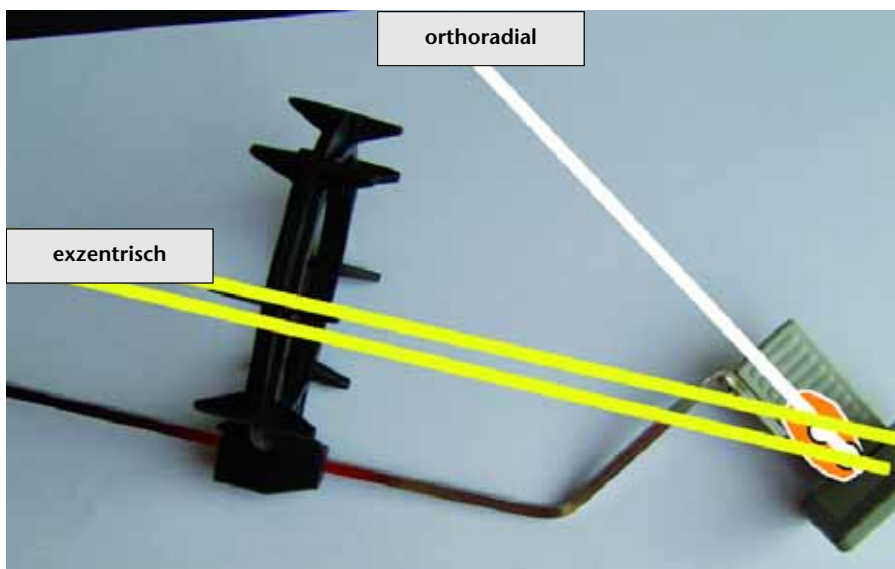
Modifizierte Visierstange zur kontrollierten Herstellung exzentrischer Röntgenaufnahmen
